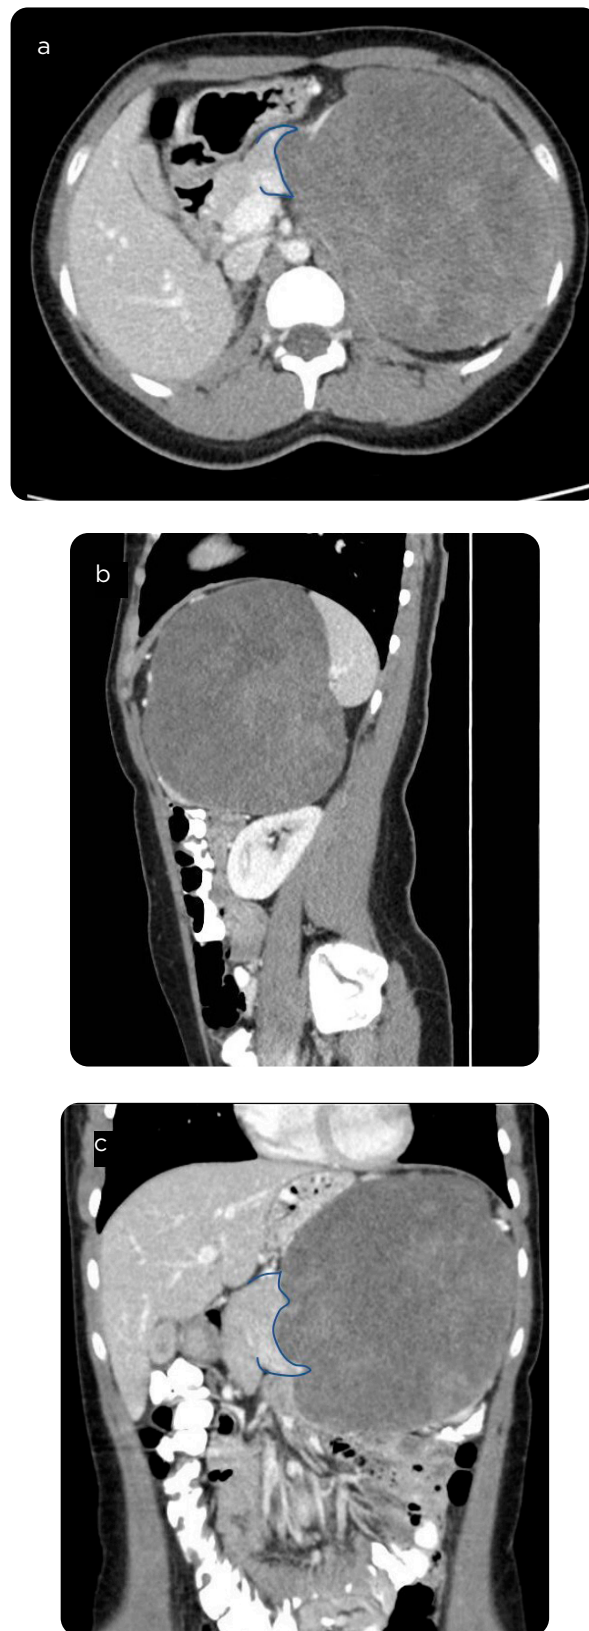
TAC de abdomen con medio de contraste, cortes a) axial, b) sagital, y c) coronal. Masa en el hipocondrio y el flanco izquierdos, de márgenes definidos y realce heterogéneo, mide aproximadamente 139 × 135 × 97 mm (L × AP × T). La lesión desplaza las estructuras adyacentes y configura el “signo de la garra” (línea azul) con el cuerpo del páncreas, que sugiere origen pancreático.
